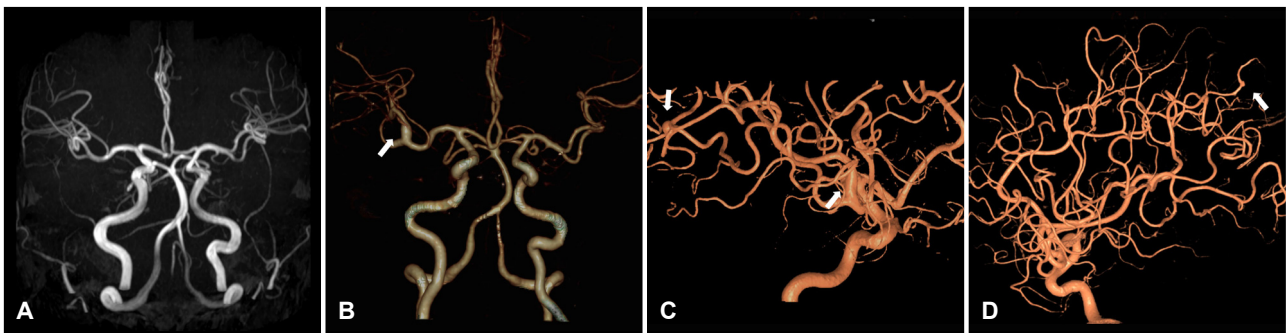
(A) Initial MRA showing no sign of vascular malformation. (B) Seven years later, MRA showed aneurysm involving right proximal M2 superior and inferior branches (arrow). (C, D) TFCA showing aneurysm involving right M2, M4, and left A5 segments (arrows). MRA; magnetic resonance angiography, TFCA; transfemoral angiography.
